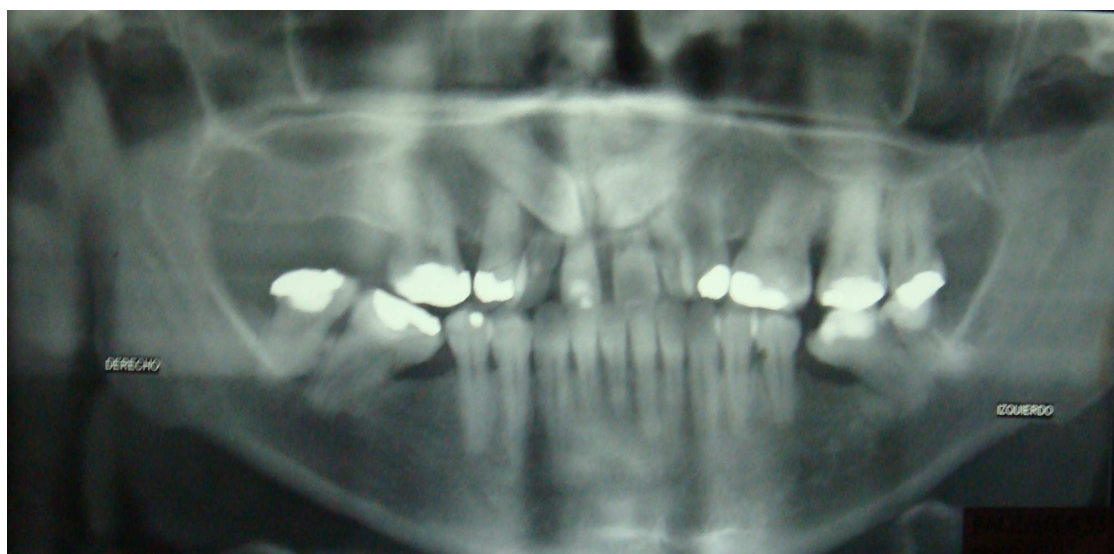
Radiografía Panorámica Paciente No. 53.
